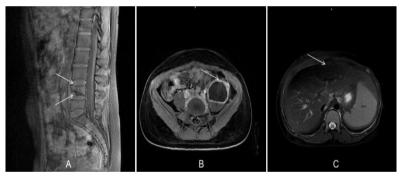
患者上中腹部 MRI 影像表现 A:上中腹部矢状位片,L4、5 椎体多发病灶;B:左侧腰大肌及髂腰肌占位并环形强化,考虑脊柱结核并冷脓肿形成可能。C:肝左内叶占位,考虑感染性病灶,结核?门腔间隙、上、中腹腹膜后、双侧髂血管旁多发淋巴结显示、增大,淋巴结结核?
